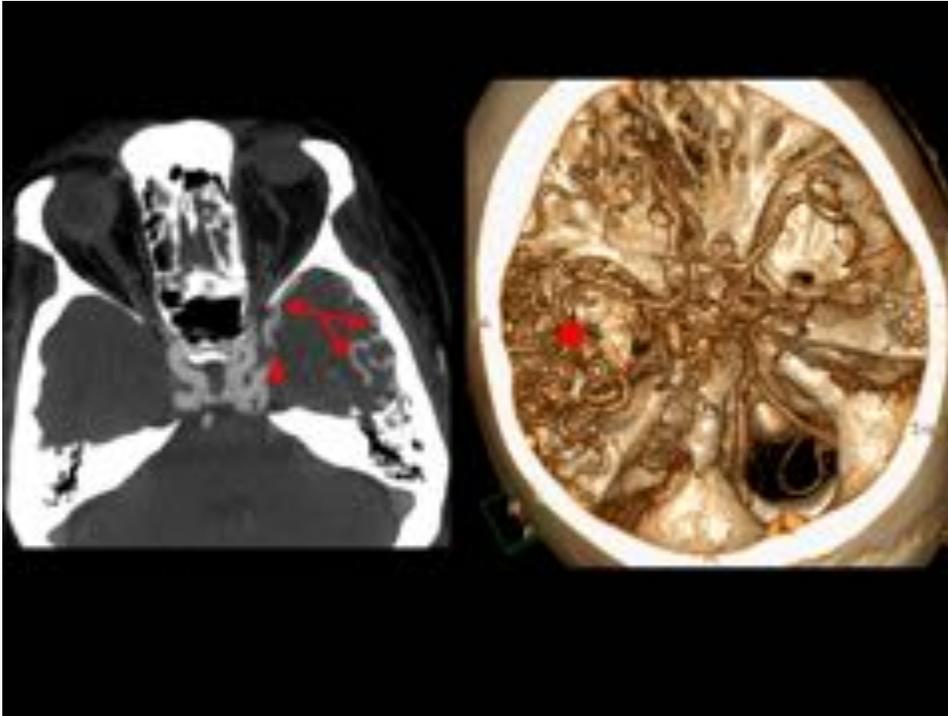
Paciente varón de 75 años con factores de riesgo cardiovascular, con síntomas de cefalea, pulsátil en el que se le realiza una Angio-TC de cráneo, en el que se observa un realce precoz del seno cavernoso del lado izquierdo (asterisco), así como de las venas silvianas (flechas); vemos una reconstrucción volumétrica en 3D, en el que observamos una asimetría en el realce de los vasos. Lo cual son signos indirectos de existencia de shunt arteriovenoso.
